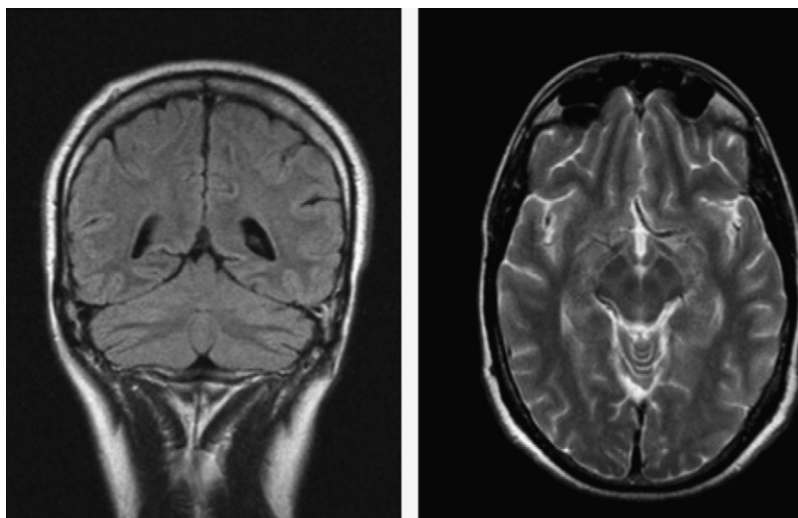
RMN cráneo de control con resolución de las lesiones.
